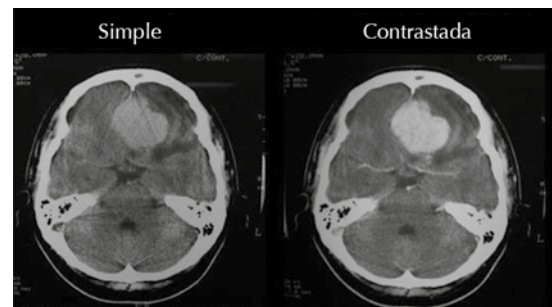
Tomografías simple y contratada, cortes axiales: involucramiento intracraneal de la fosa craneal anterior.
